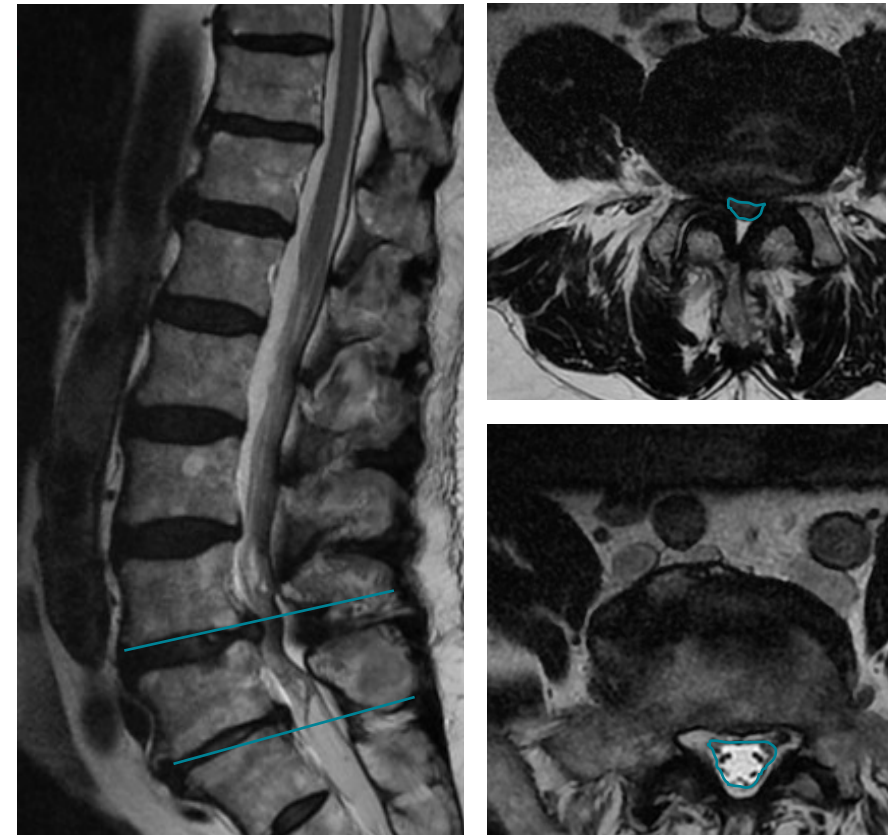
Examen d'IRM montrant un canal lombaire étroit typique (modéré en L3-L4 et sévère en L4-L5). L'image en coupe sagittale en pondération T2 (gauche) permet d'identifier les niveaux atteints. L'image de droite en bas (coupe axiale en T2 passant par L5-S1) montre que les racines sont libres dans le sac à ce niveau (le sac est entouré en bleu et on note la présence de LCR autour des racines). Il n'en est pas de même sur l'image en haut à droite qui correspond au niveau L4-L5. Le LCR a complètement disparu autour du sac dont la section est mesurée à 50 mm². On voit aussi très bien la combinaison de l'étalement discal (à gauche et en haut à droite), l'hypertrophie arthrosique des facettes, la voussure antérieure des capsules articulaires postérieures et ligaments jaunes concourant au rétrécissement (ces facteurs sténosants apparaissent en hyposignal noir autour du sac sur la coupe transversale).
